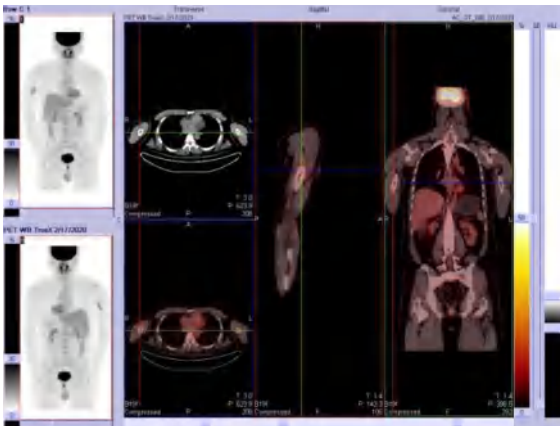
18F-FDG PET-CT 显像可见左上臂条壮放射性异常浓聚
